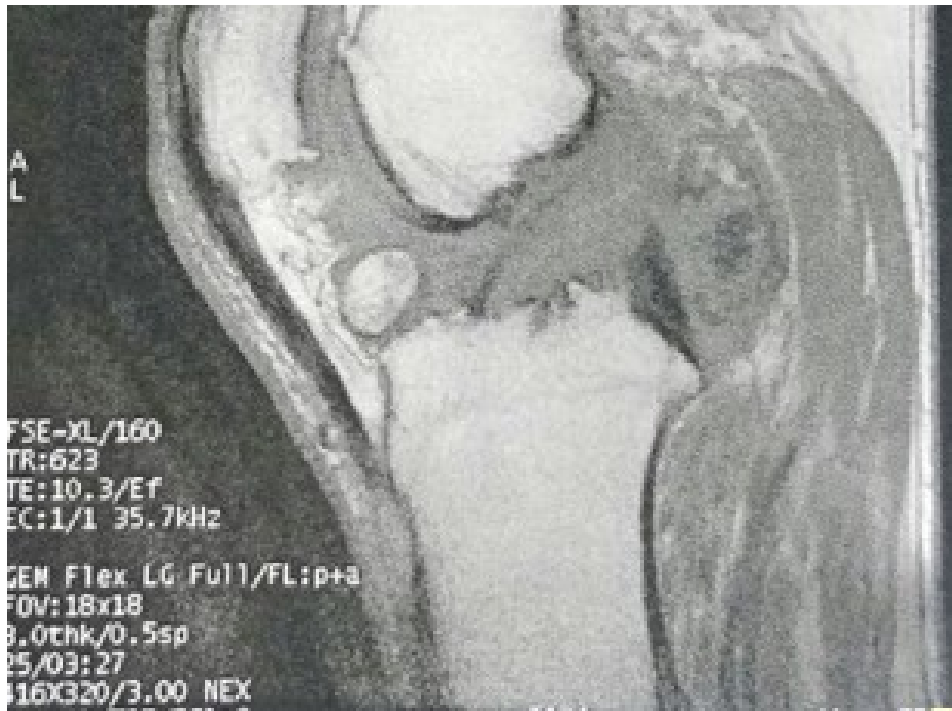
IRM du genou montrant un chondrome au dépend du ligament de Hoffa.[89]
